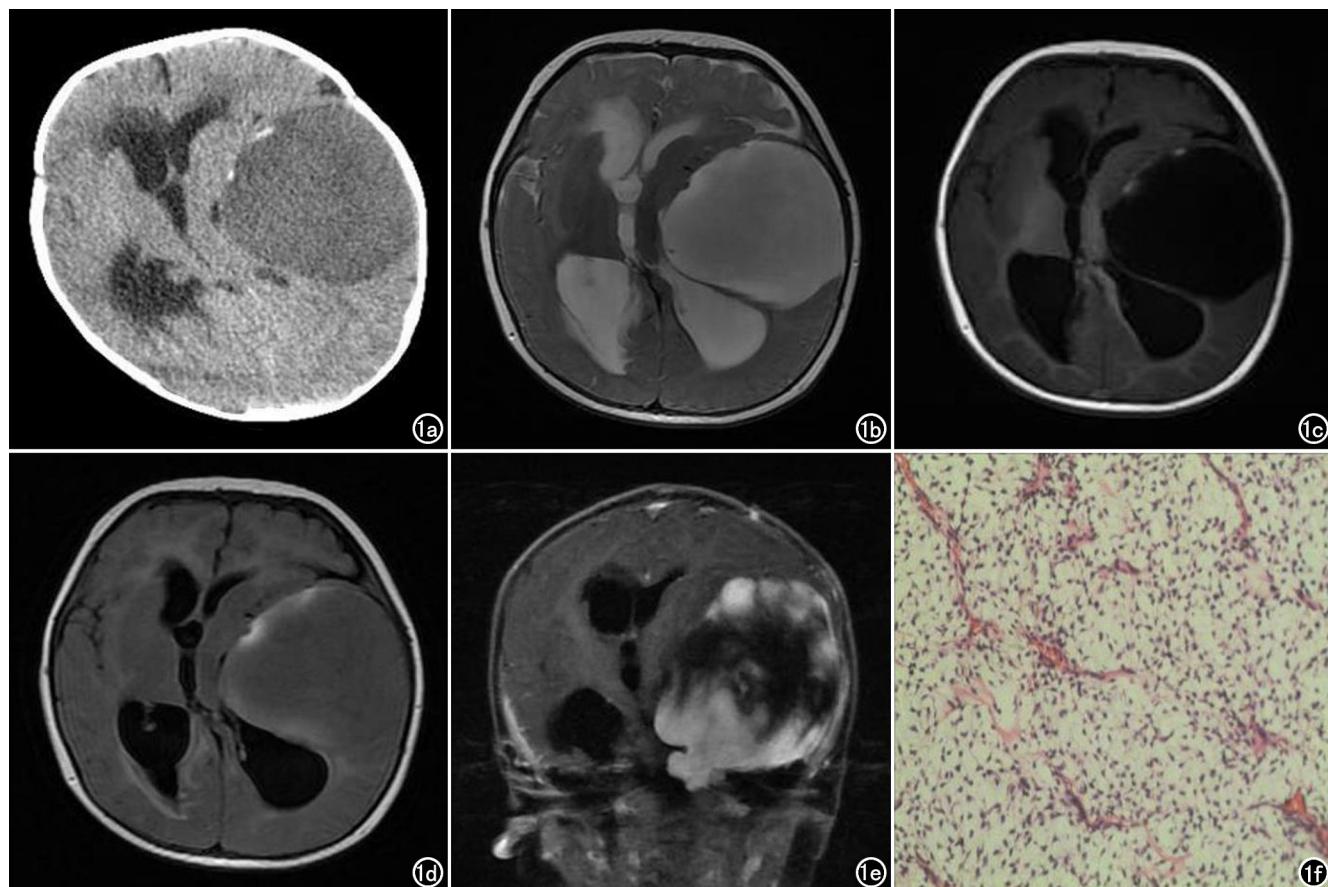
a)横轴面CT平扫示左侧颞部低密度肿块,边缘见小斑片状高密度灶;b)MRI横轴面T₂WI平扫示左侧颞部肿块呈高信号,边界清楚,邻近脑组织、脑室明显受压,幕上脑室扩大、变形,中线结构受压向右侧移位;c)横轴面T₁WI平扫病变呈低信号,边缘示少许斑片状高信号;d)横轴面T₂-FLAIR序列病变呈等信号,边缘示少许斑片状高信号;e)冠状面T₁WI增强示肿块形态不规则,部分突入幕下,边缘呈团片状强化,中心部分未见强化;f)镜下见圆形至椭圆形或略呈纺锤形的细胞分布在富含薄壁血管网的黏液性间质中(HE,×20)。
